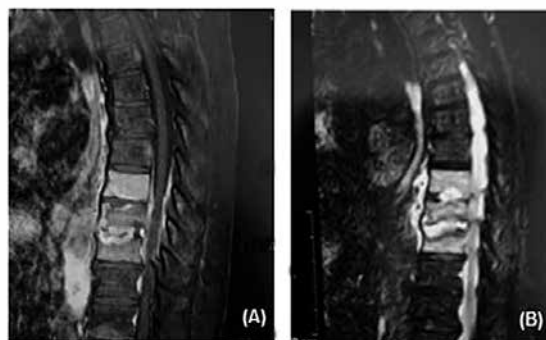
Cortes sagitais de RM evidenciando hipossinal dos corpos vertebrais em T1 (A) e hipersinal em T2 (B) nos segmentos T8-T9 e T9-T10.
